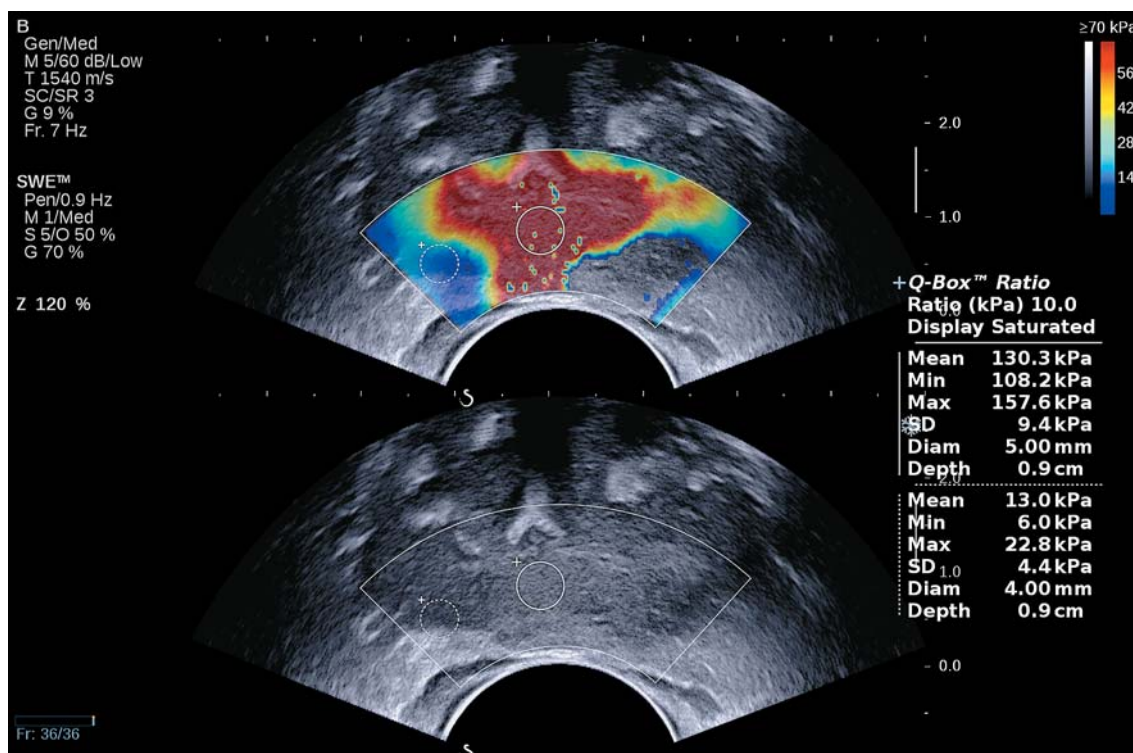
Клиническое наблюдение № 2. Эластография сдвиговой волной предстательной железы при ТРУЗИ. Зона повышенной жесткости в левой доле с переходом на правую долю и распространением в перипростатическую клетчатку по задней поверхности предстательной железы.
